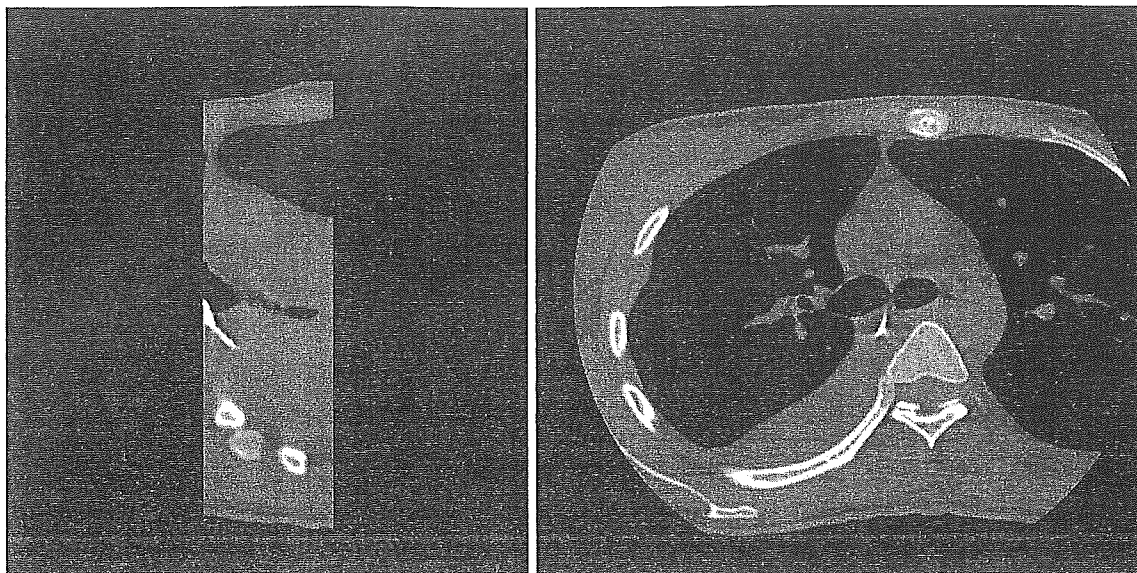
TBNA of hilar lesion. Multi planer reconstruction and thin section CT images of CT guided transbronchial needle puncture was performed. Image of multi detector CT demonstrates the TBNA needle in a right hilar lesion.
